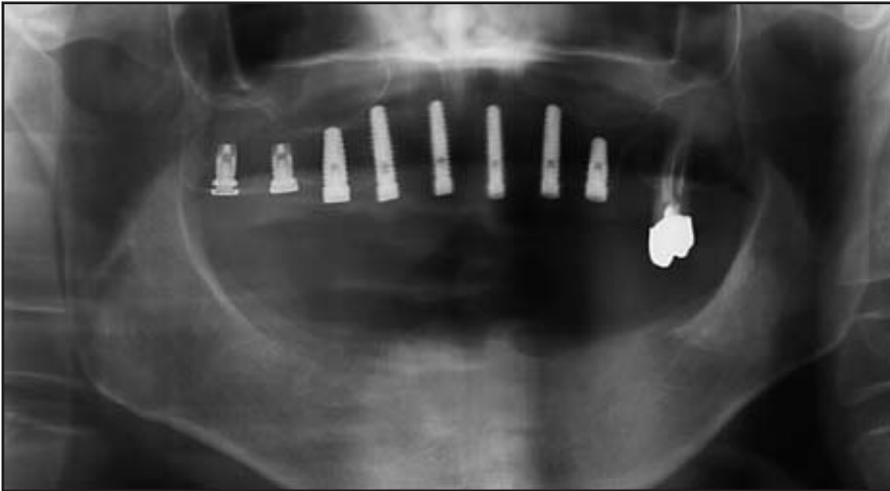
Orthopantomogramm, das nach der Inserterion der 6 Implantate in den Oberkiefer aufgenommen wurde. Im Bereich des rechten Tubers maxillaris wurden zwei weitere Implantate inseriert.
